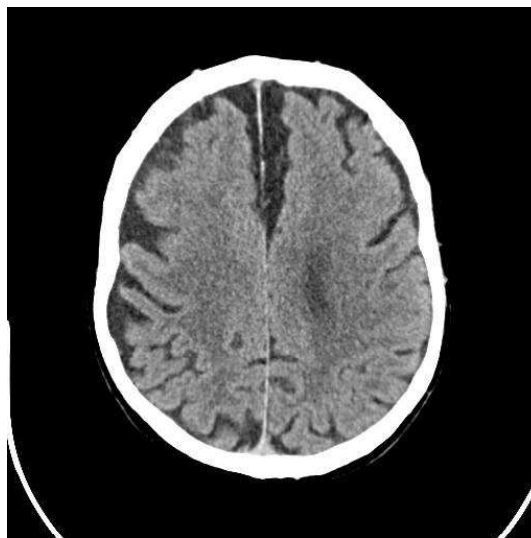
TAC hematoma resuelto.
